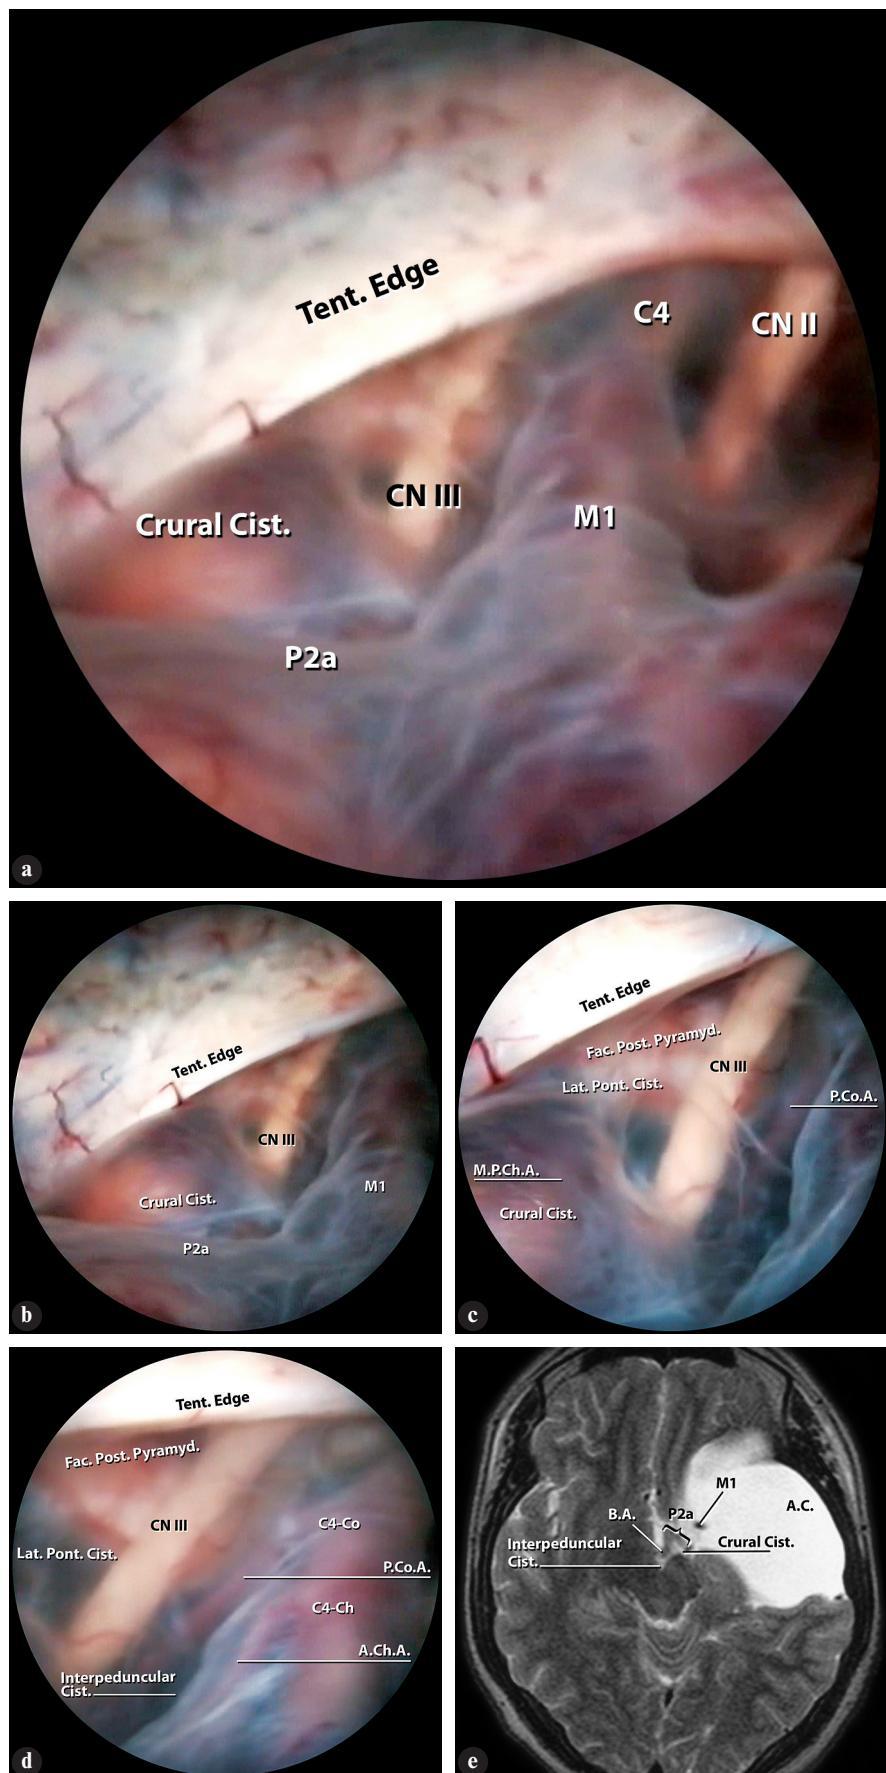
А-Д. Поэтапный эндоскопический обзор области круральной цистерны и боковой цистерны моста больного М.: нижне-медиальная стенка срединной кисты в виде тонкой мембранны покрывает вход в перемезенцефальные цистерны мозга, окклюзируя их и прекращая естественную ликвороциркуляцию. Сквозь названную мембрану визуализируются: край мозжечкового намета (Tent.Edge); сегмент M1 левой средней мозговой артерии; C4-Co. и C4-Ch. сегменты внутренней сонной артерии; левый зрительный нерв (CN II); задняя соединительная артерия (P.Co.A.) "ныряет" под медиальную часть глазодвигательного нерва (CN III); передняя ворсинчатая артерия (A.Ch.A.); задняя поверхность пирамиды височной кости (Fac.Post.Pyramid.); боковая цистерна моста (Lat.Pont.Cist.). В круральной цистерне (Crural Cist.) виден P2a отрезок задней мозговой артерии, веточки медиальной задней ворсинчатой артерии (M.P.Ch.A.). Е. МРТ больного М., в аксиальной плоскости на уровне ножек мозга — арахноидальная киста (A.C.) левой средней черепной ямки головного мозга граничит с круральной и межножковой (Interpeduncular Cist.) цистернами. Просматривается M1 участок средней мозговой артерии, бифуркация основной артерии (B.A.), сегменты P1 и P2a образуют острый угол.
